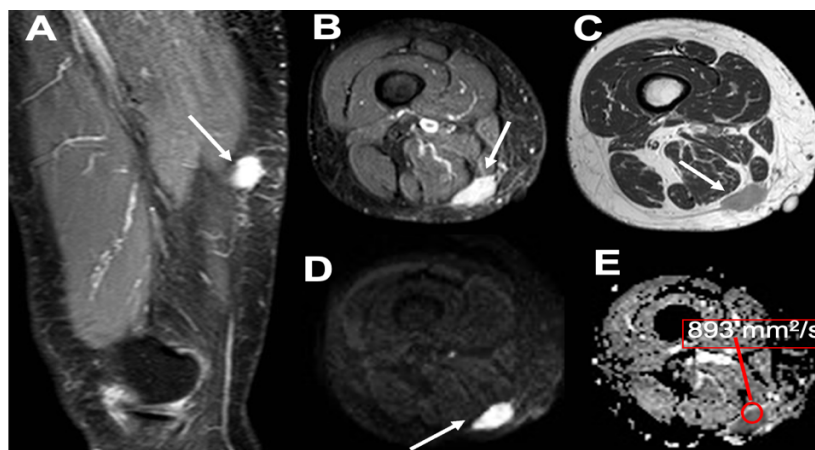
Leiomiosarcoma de alto grado en muslo. Realce homogéneo postcontraste sin áreas de realce periférico nodular (flecha en A), sin claro edema perilesional en la secuencia T2FS (flecha en B), con señal homogénea en secuencia T2 TSE (flecha en C), y con restricción significativa de la DWI con valores b altos (flecha en D) y valores bajos en el mapa de ADC (E).
